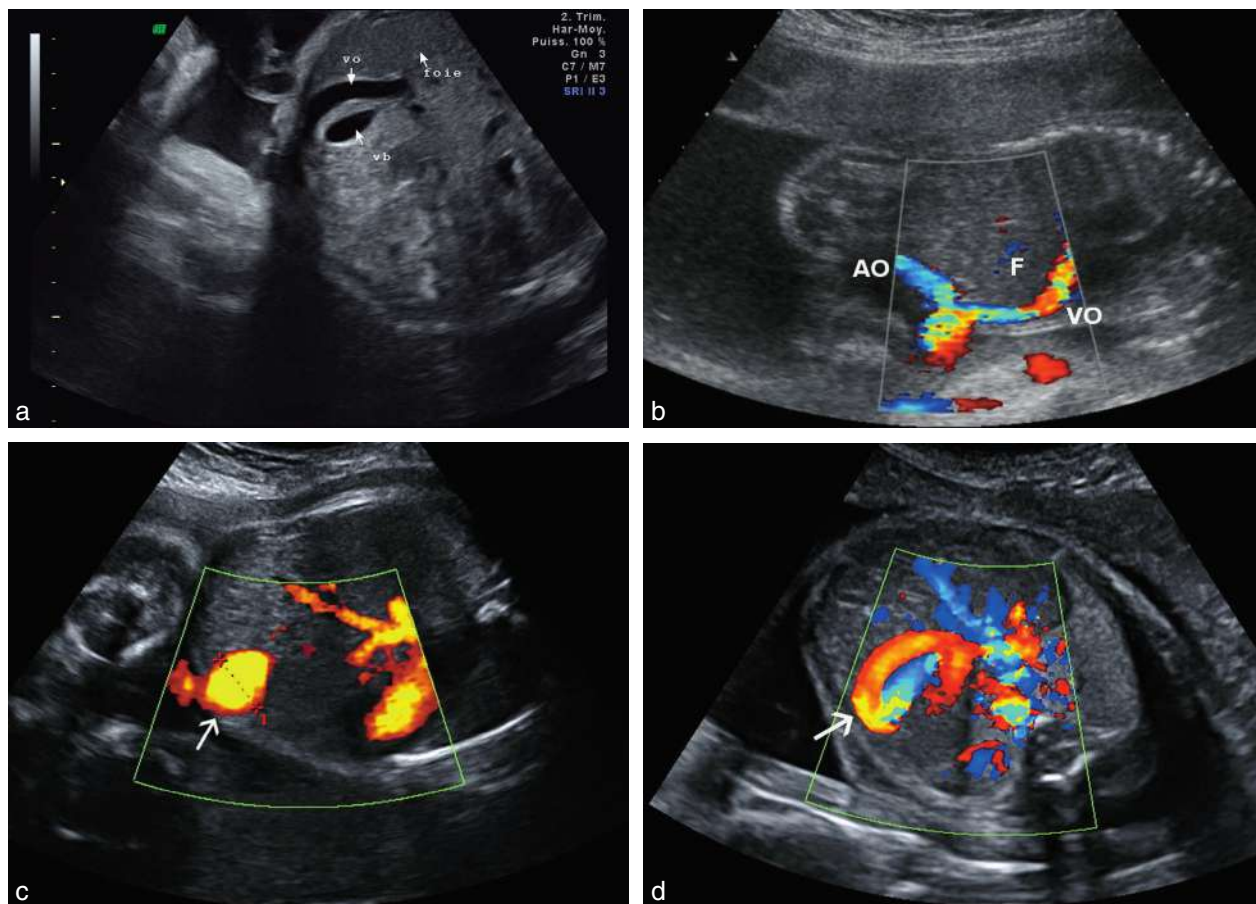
Vascularisation ombilico-portale anormale. a. Persistance de la veine ombilicale droite (34 SA). Coupe transversale de l'abdomen fœtal légèrement inclinée vers le haut. La vésicule biliaire (vb) est à gauche de la veine ombilicale (vo) qui s'incurve vers l'estomac (non visible sur ce cliché). b. Agénésie du canal d'Arantius : le flux ombilical (VO) court-circuite complètement le foie (F) et semble s'aboucher directement dans l'oreillette droite ou la veine cave inférieure. AO : artère ombilicale. c. Ectasie veine ombilicale (→) mesurée à 15 mm (30 SA). d. Fistule vasculaire intra-hépatique : le Doppler individualise le shunt vasculaire (→) où il existe un flux turbulent avec *aliasing*.
